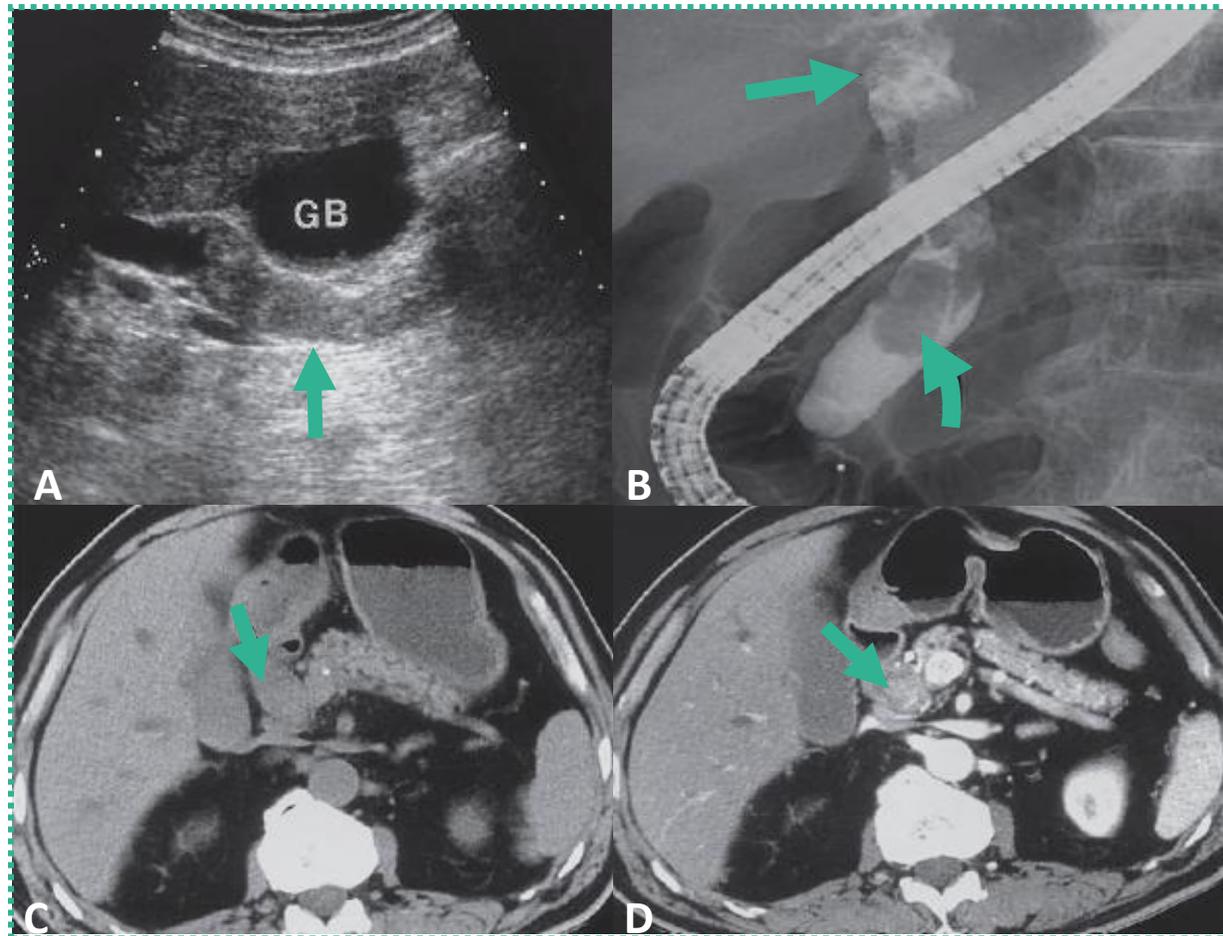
Ultrassonografia (A), CPRE (B), TC (C=sem contraste, D=com contraste) – Colangiocarcinoma intraductal polipoide.
